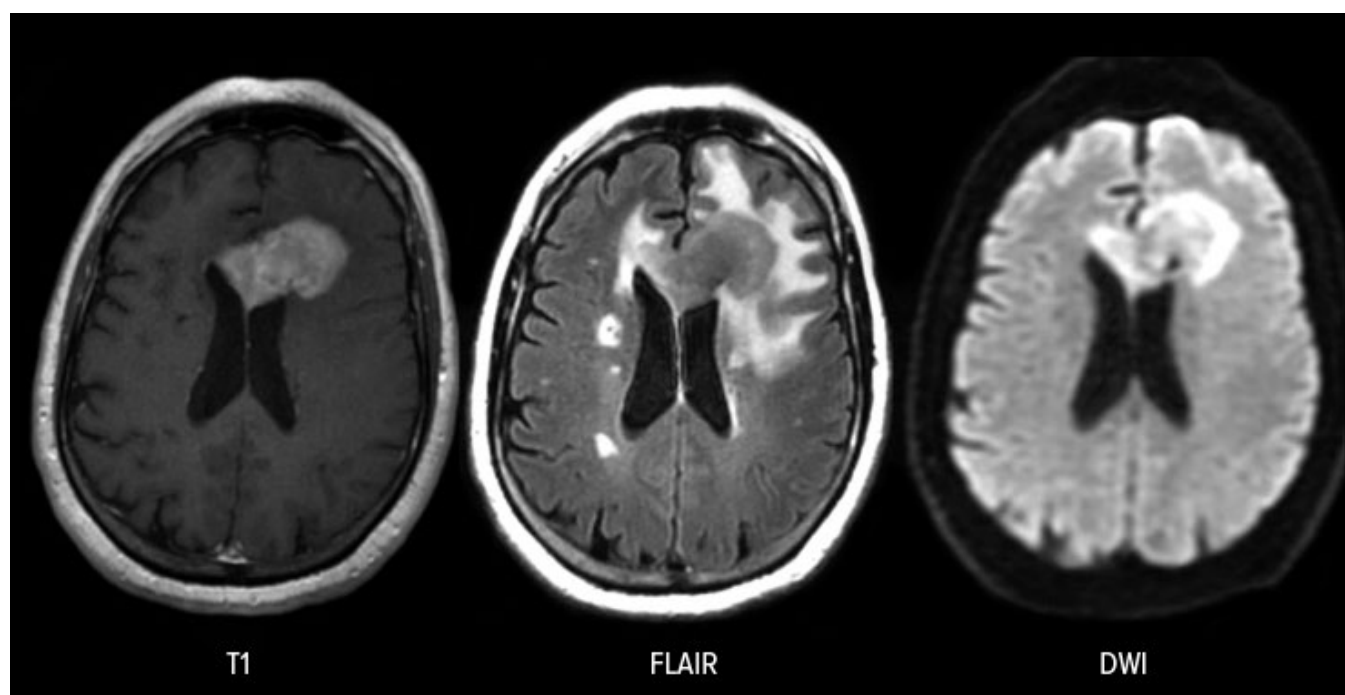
Режимы МРТ, применяемые при первичной лимфоме ЦНС: T1-взвешенное, инверсионное восстановление с подавлением сигнала от жидкости (FLAIR), диффузно-взвешенное изображение (DWI)
